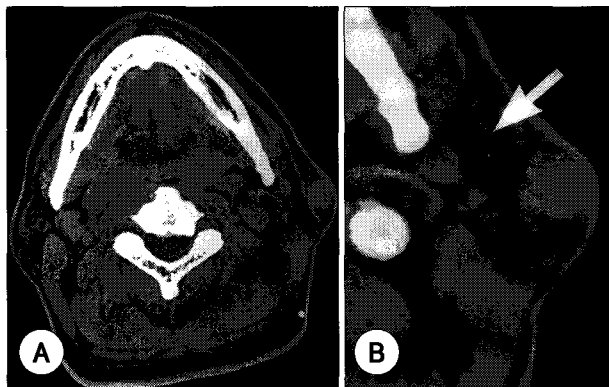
Neck computed tomographic scan of case 1. (A) Before and (B) after contrast enhancement. About 1.7cm-diametered, well-margined, ovoid mass is located in the subcutaneous fat layer superficial to the parotid gland and overlying platysma muscle (arrow). This soft tissue mass is rarely enhanced.
